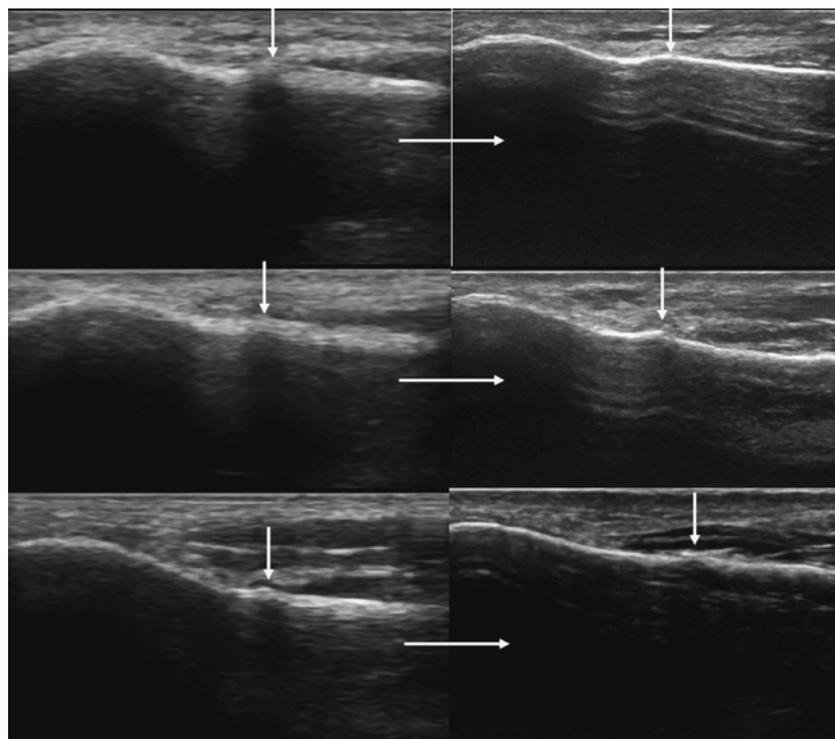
ベースライン時の超音波で皮質骨膨隆所見が陽性であったが、1年後に完全骨折を発生しなかった既往の無い選手の超音波画像。左がベースライン画像、右が1年後の画像。
